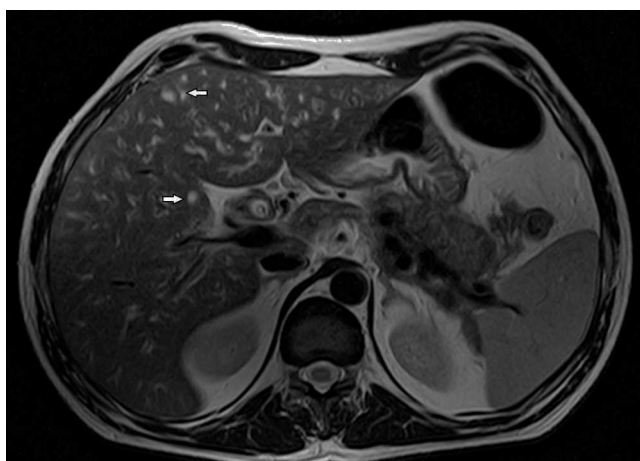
Resonancia magnética de abdomen ponderada en T2, permite apreciar dilatación segmentaria de la vía biliar (flechas).
